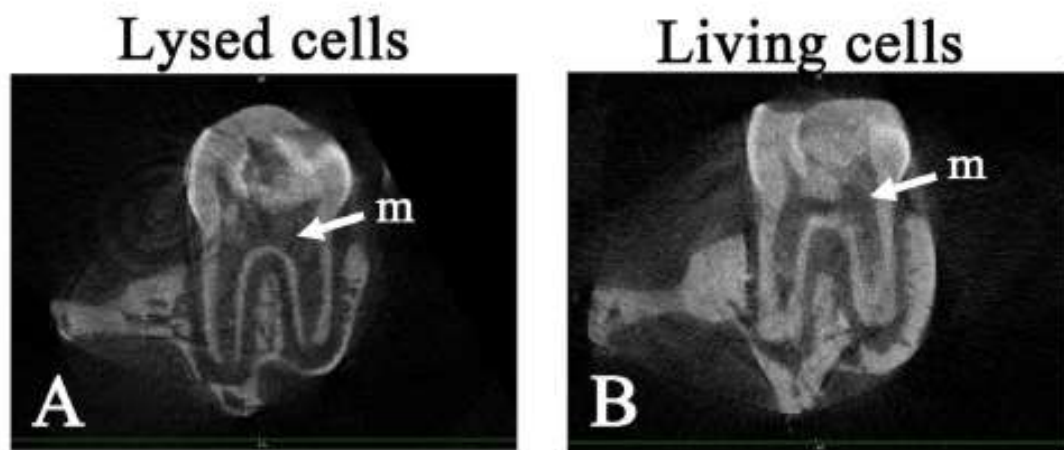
Imagerie par micro CT des matrices implantées
